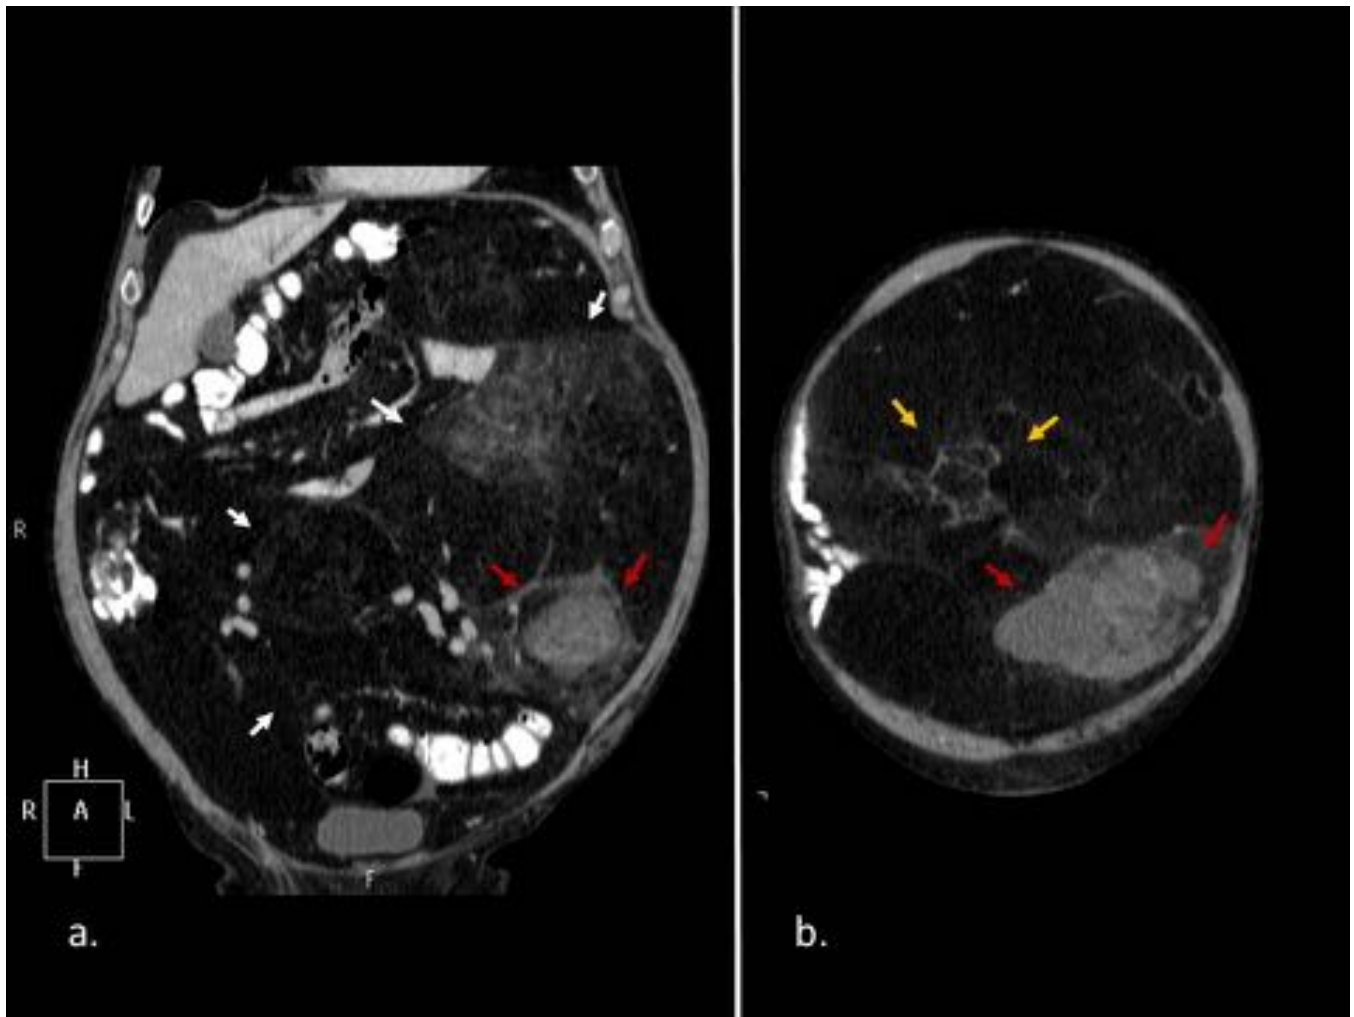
Liposarcoma en varón de 70 años. Imágenes de TC con contraste oral e iv. (a) Plano coronal donde se identifica masa intraperitoneal voluminosa de predominio en hemiabdomen izquierdo, mal definida (flechas blancas) y de contenido heterogéneo, de predominio graso. (b). Plano coronal anterior a (a) donde se identifican septos internos con realce (flechas amarillas) y componente de densidad partes blandas en el interior de la masa (flechas rojas). Nótese el efecto masa sobre asas de delgado.
